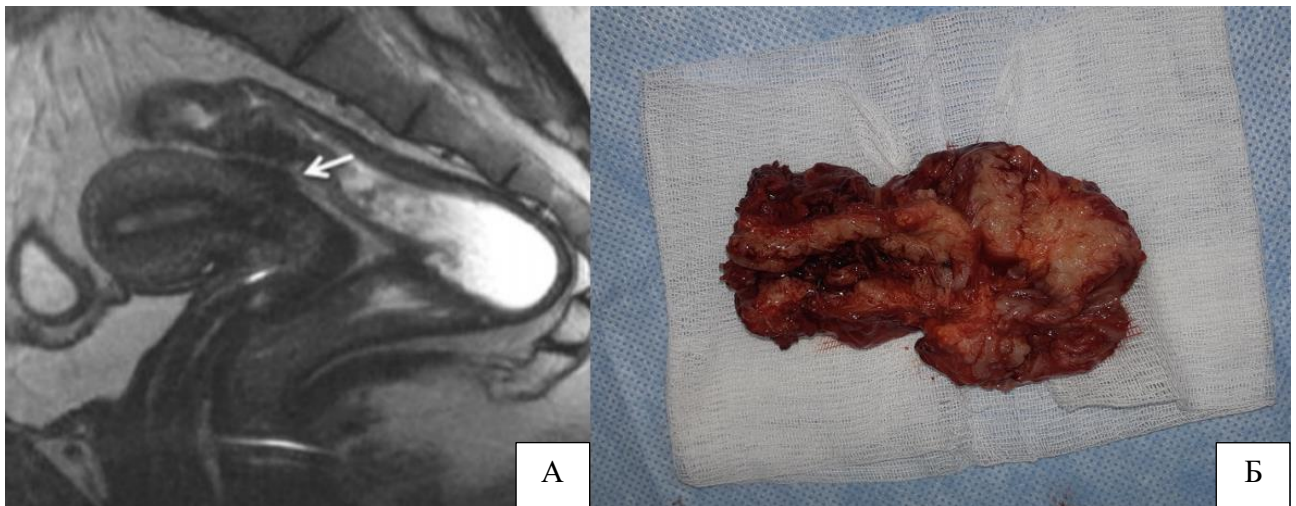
А МРТ исследование. Стрелка указывает на прорастание эндометриоидного инфильтрата в стенку кишки; Б Резецированный фрагмент толстой кишки с эндометриоидным инфильтратом (размер 10,0 x 5,0 см)
